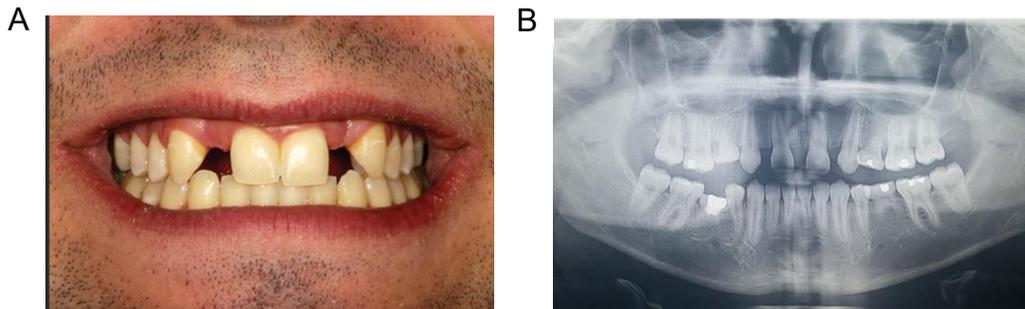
A) Foto clínica de agenesia de los dientes laterales permanentes B) radiografía panorámica con agenesia dental de laterales permanentes. (41)
